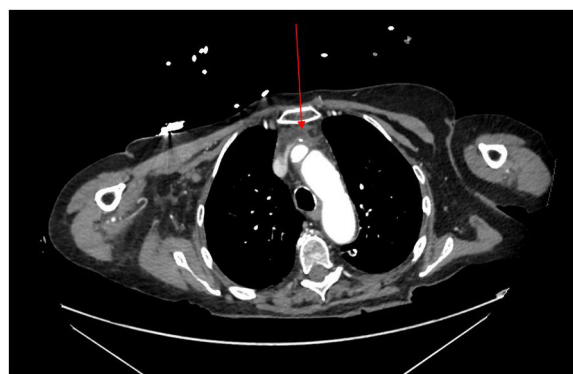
Imagen de TAC con CVC impactado en vena innominada.
